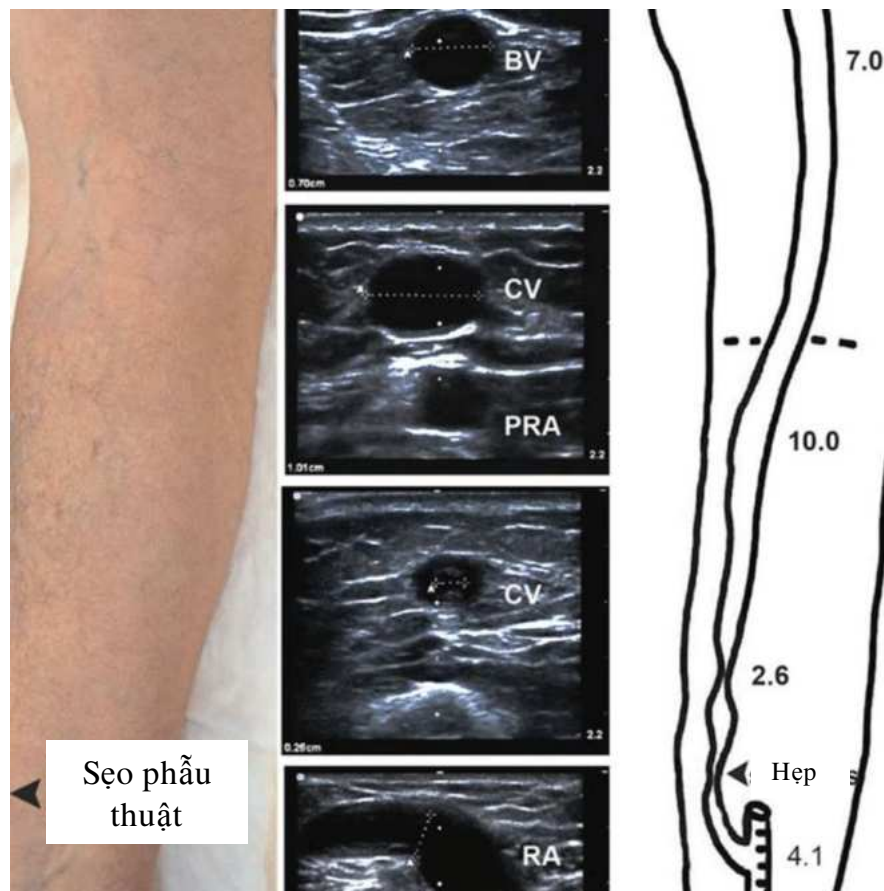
Các thông số về đường kính, độ sâu của mạch máu chi trên đánh giá qua siêu âm Doppler cầu nối động-tĩnh mạch
